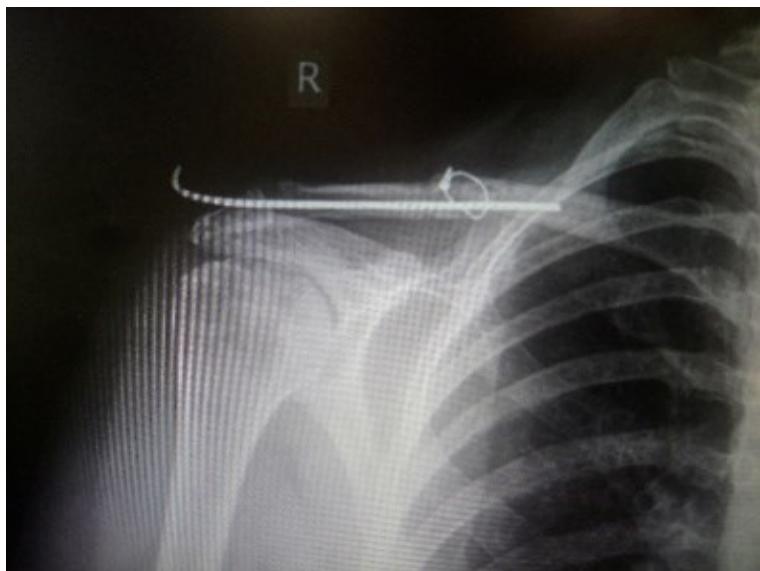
Radiografski snimak nakon otvorene repozicije fiksacije klavikule
